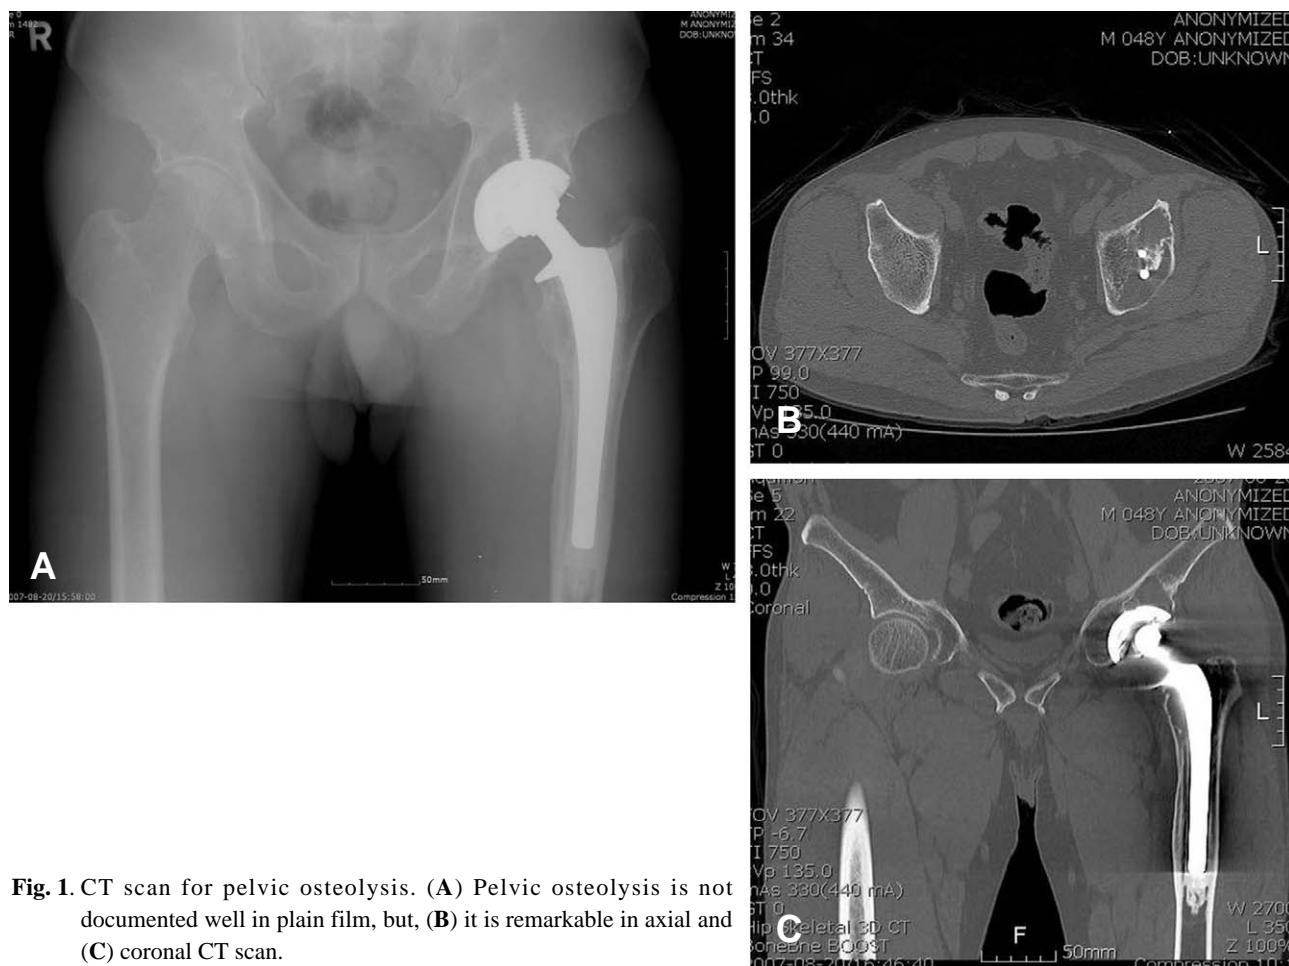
CT scan for pelvic osteolysis. (A) Pelvic osteolysis is not documented well in plain film, but, (B) it is remarkable in axial and (C) coronal CT scan.
